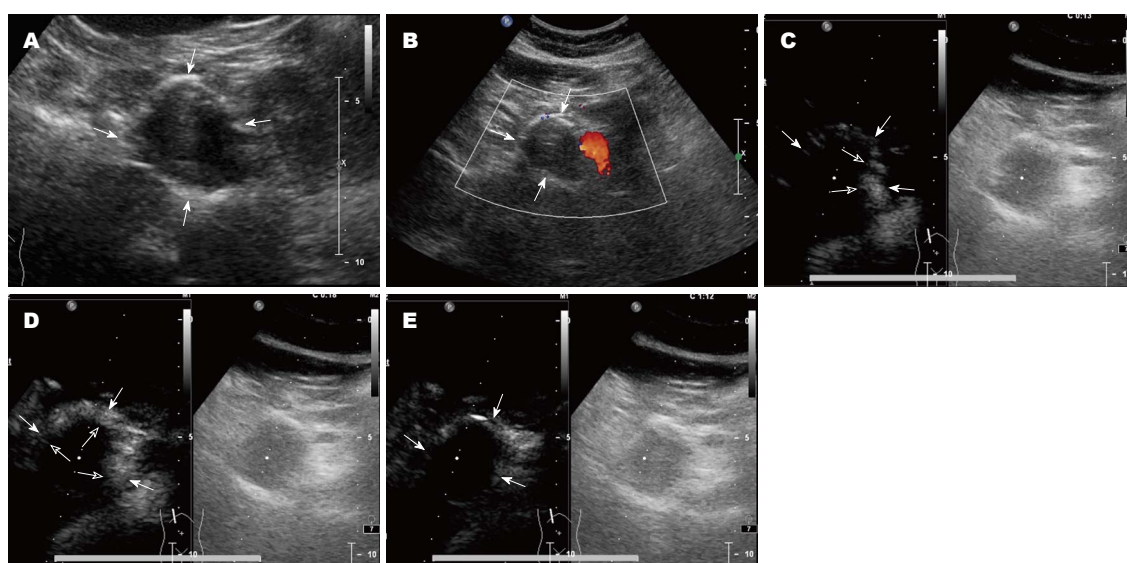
病例5, 女, 32岁, 胰头、体交界处占位(白色箭头). A: 常规超声检查胰腺占位; B: 彩色血流表现为内部无血流信号; C: CUES, 13 s动脉期囊壁及内部实性成分快速不均匀增强(空心箭头); D: 18 s, 动脉期囊壁及内部实性成分增强, 呈厚壁表现(空心箭头); E: 72 s, 实质期内部实性成分廓清呈低增强, 囊壁呈等增强, 呈薄壁表现(白色箭头), 肿块内无增强区面积扩大。
